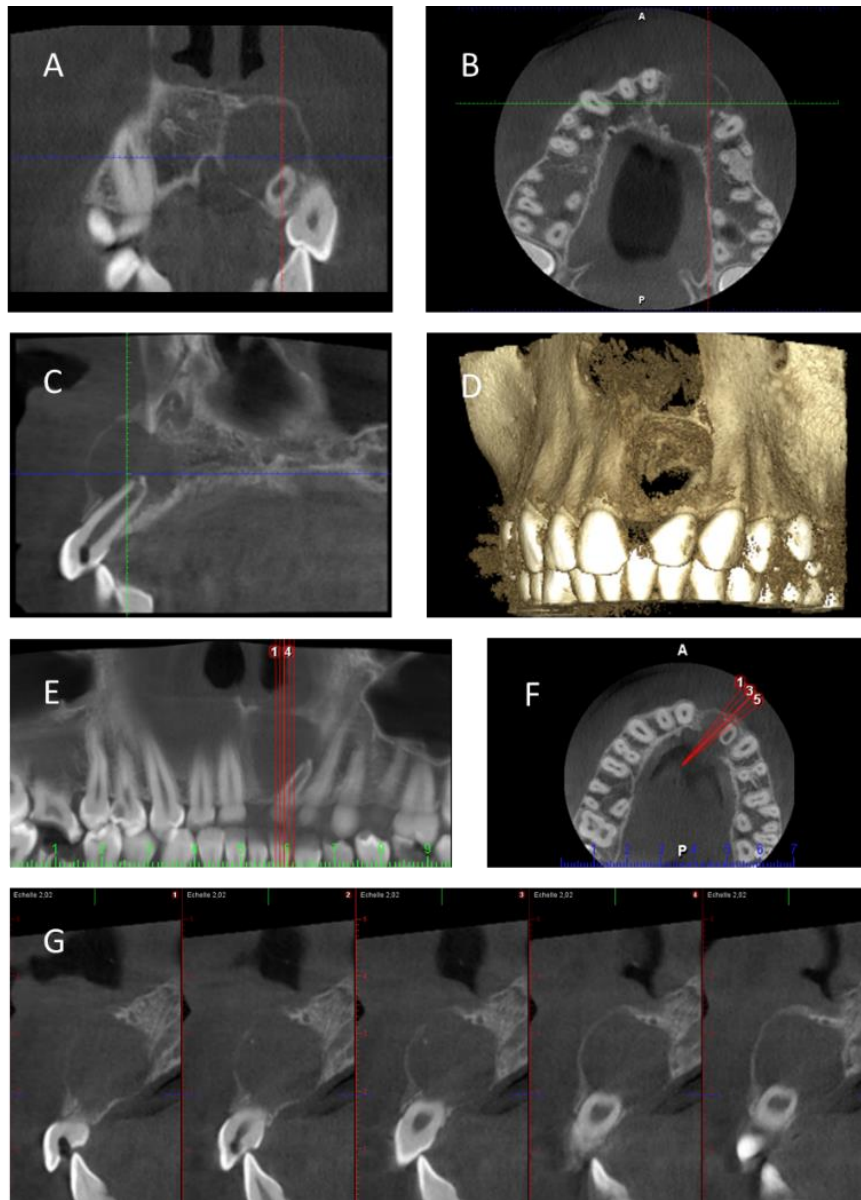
Plans de coupe de CBCT centrés sur une lésion d'aspect kystique en regard de la dent n°22 (A et E : plan frontal ; B et F : plan axial ; C et G : plan sagittal ; D : plan frontal en reconstitution 3D)
